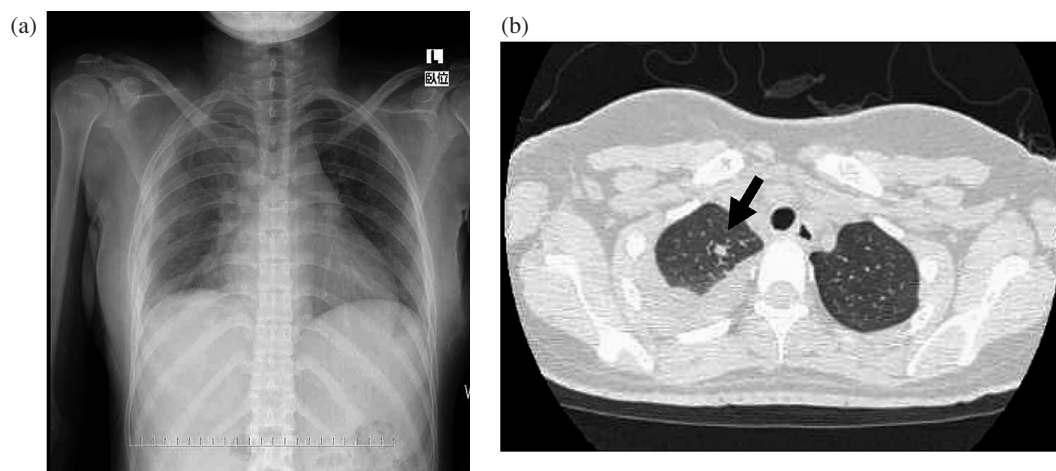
(a) Chest radiographs taken on July 8 X showed decreased permeability in the right lung field in the supine position. (b) Computed tomography of the chest taken on the same day showed a pleural effusion in the right pleural cavity and a micro-nodule in the right pulmonary apex.
